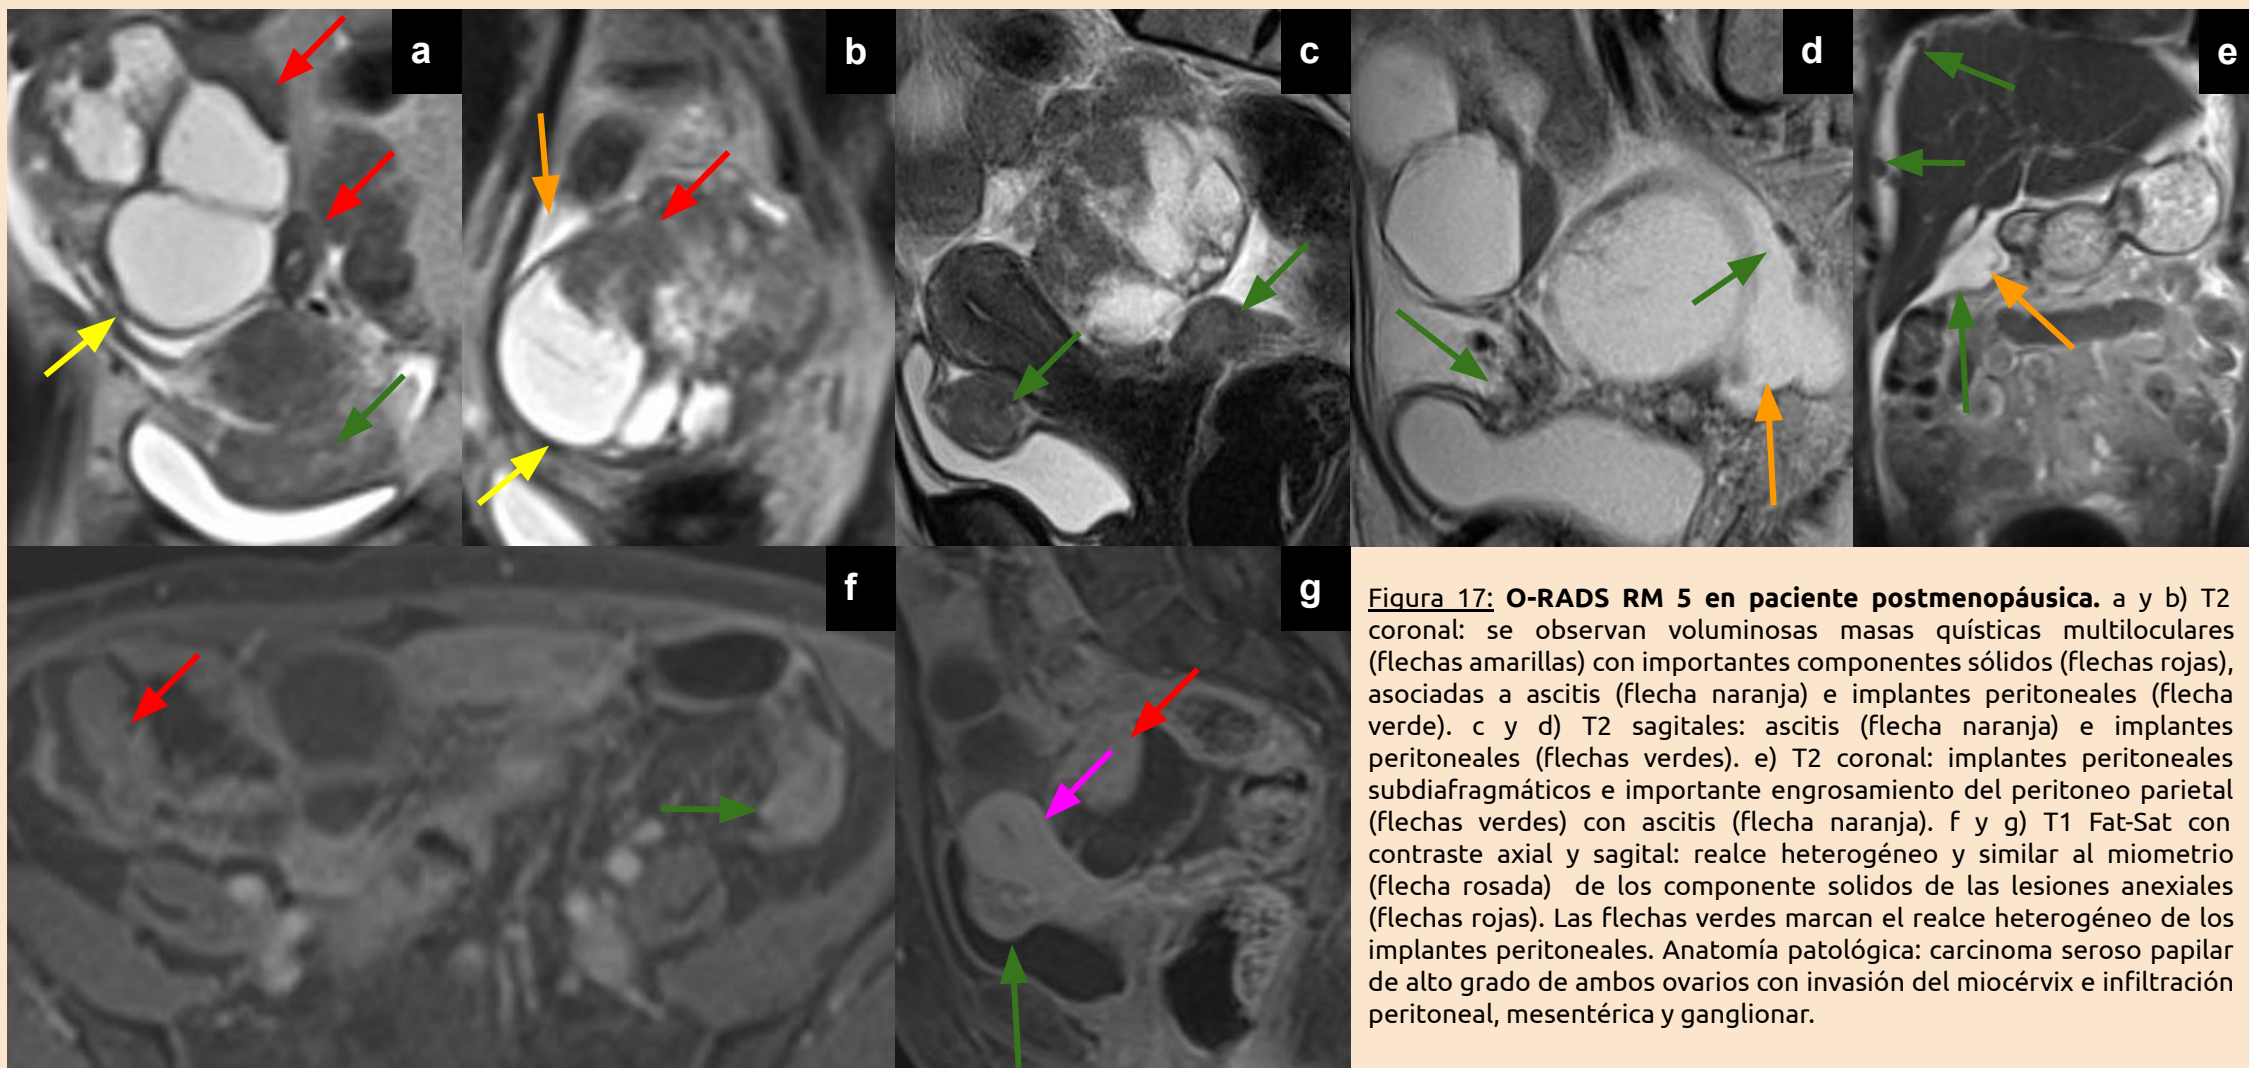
O-RADS RM 5 en paciente postmenopáusica. a y b) T2 coronal: se observan voluminosas masas quísticas multiloculares (flechas amarillas) con importantes componentes sólidos (flechas rojas), asociadas a ascitis (flecha naranja) e implantes peritoneales (flecha verde). c y d) T2 sagitales: ascitis (flecha naranja) e implantes peritoneales (flechas verdes). e) T2 coronal: implantes peritoneales subdiafragmáticos e importante engrosamiento del peritoneo parietal (flechas verdes) con ascitis (flecha naranja). f y g) T1 Fat-Sat con contraste axial y sagital: realce heterogéneo y similar al miometrio (flecha rosada) de los componente sólidos de las lesiones anexiales (flechas rojas). Las flechas verdes marcan el realce heterogéneo de los implantes peritoneales. Anatomía patológica: carcinoma seroso papilar de alto grado de ambos ovarios con invasión del miocérvix e infiltración peritoneal, mesentérica y ganglionar.
